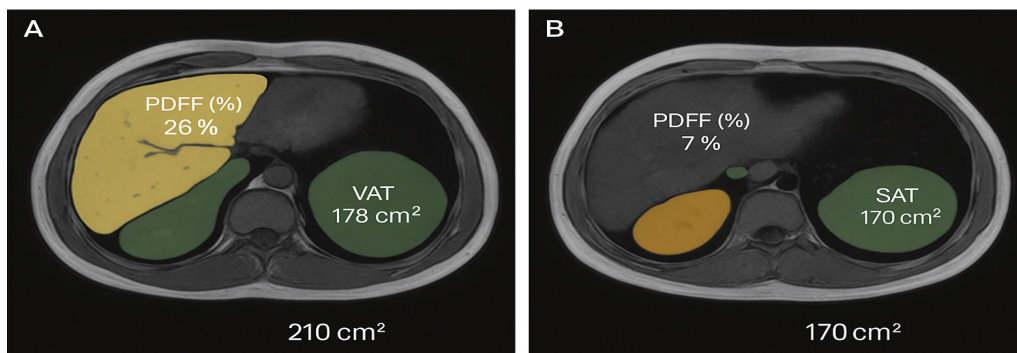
Ilustrim i rastit klinik: MRI abdominale para (A) dhe pas (B) ndërhyrjes bariatrike, me matjen e yndyrës hepatike (PDFF) dhe segmentimin e yndyrës viscerale/subkutane. Vërehet reduktim i dukshëm i yndyrës hepatike dhe VAT pas 6 muajsh, i cili tejkalon ndryshimin proporcional të peshës trupore.
